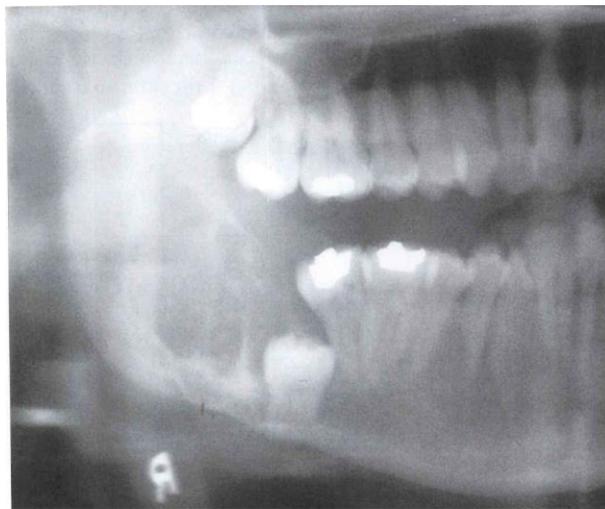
Radiografía panorámica de la parte posterior de la mandíbula y la rama, que presenta el patrón característico en “panal de abeja”.
